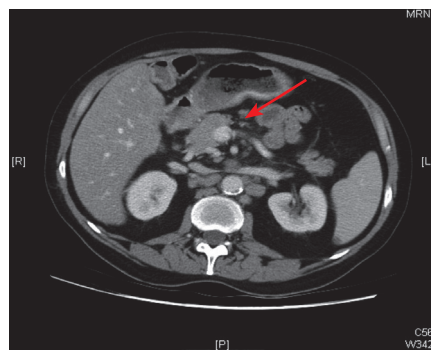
Progresión tumoral en TC de febrero 2016 persistiendo signos de trombosis solamente en la salida de la vena mesentérica superior.
